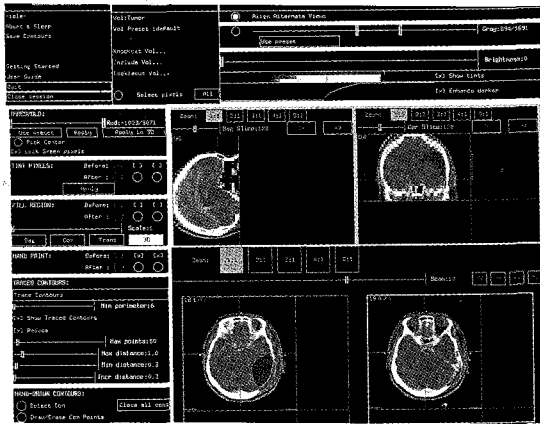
Mask(developed by Gregg Tracton at University of North Carolina) as organ delineation tool. By changing threshold values of CT number, body contours, as well as internal organs can be easily delineated.
